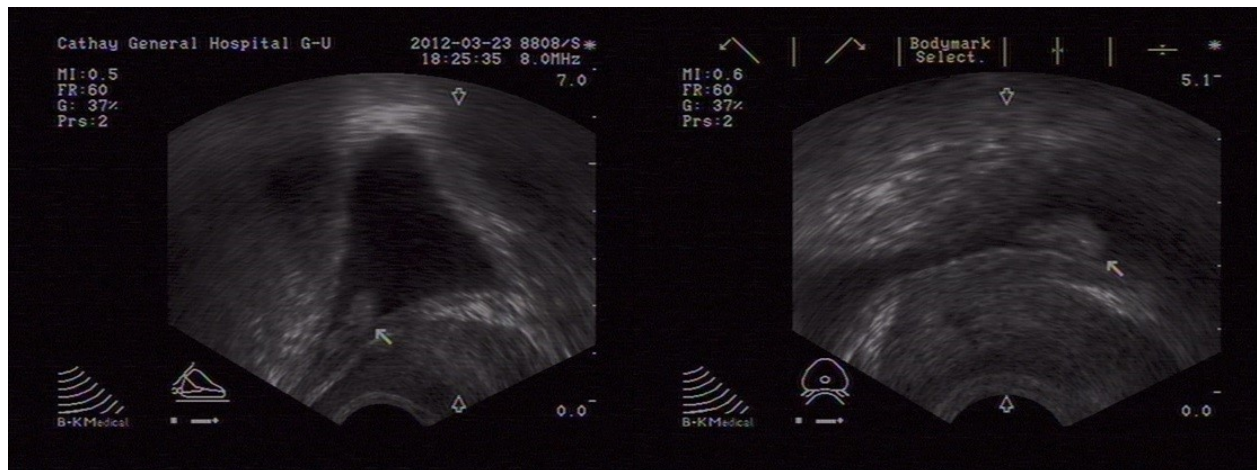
經直腸超音波發現膀胱內有個凸起的病灶，後來證實為膀胱尿路上皮細胞癌
